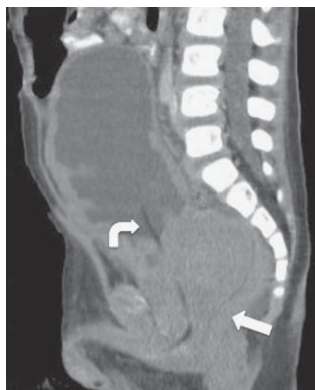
Reconstrucción sagital TC a nivel de la pelvis, muestra la vejiga de paredes engrosadas, con extensión de la lesión hacia caudal y compromiso de la uretra proximal y comprime el recto (flecha). Existe sonda Foley in situ (flecha curva).
